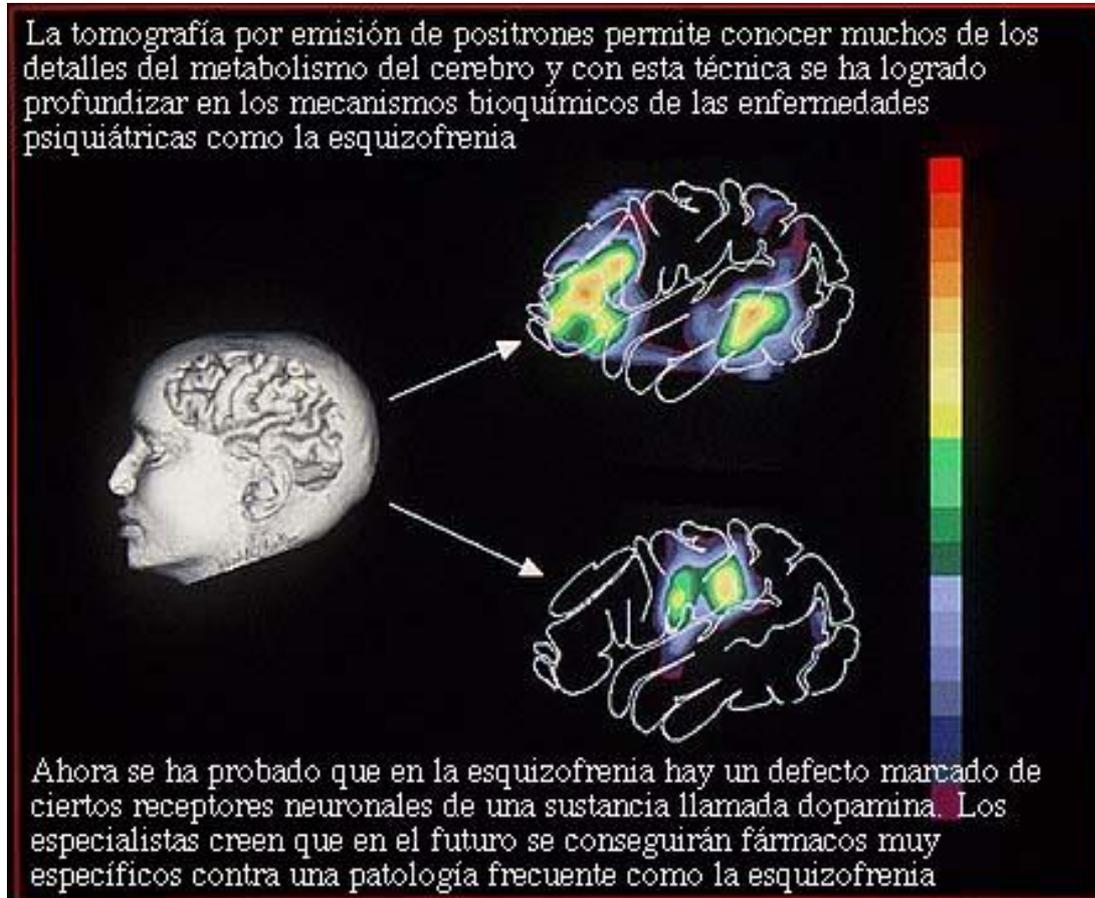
Tomografía por emisión de positrones (PET).
